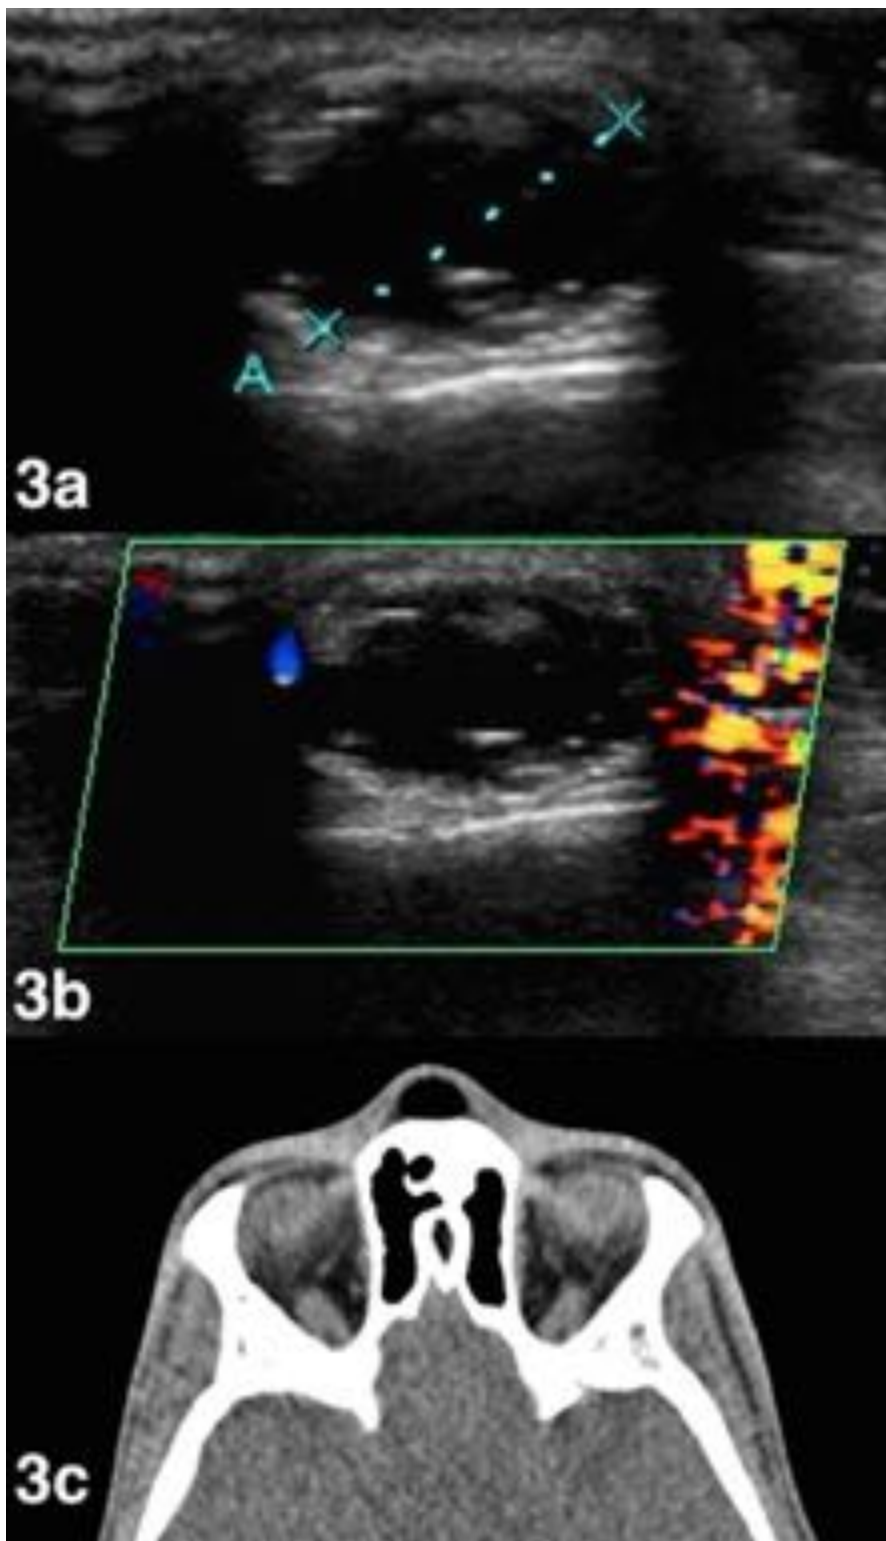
3a y 3b) Varón de 16 años con lesión de estirpe quística en región interiliar, con material ecogénico en su interior, bien delimitada, no adherida a planos profundos. 3c) TC facial de senos que descarta su comunicación intracraneal, identificando en el tejido celular subcutáneo de la línea media frontonasal una lesión redondeada de paredes finas y contenido hipodenso homogéneo de atenuación media -130 UH compatible con la sospecha de quiste dermoide.
